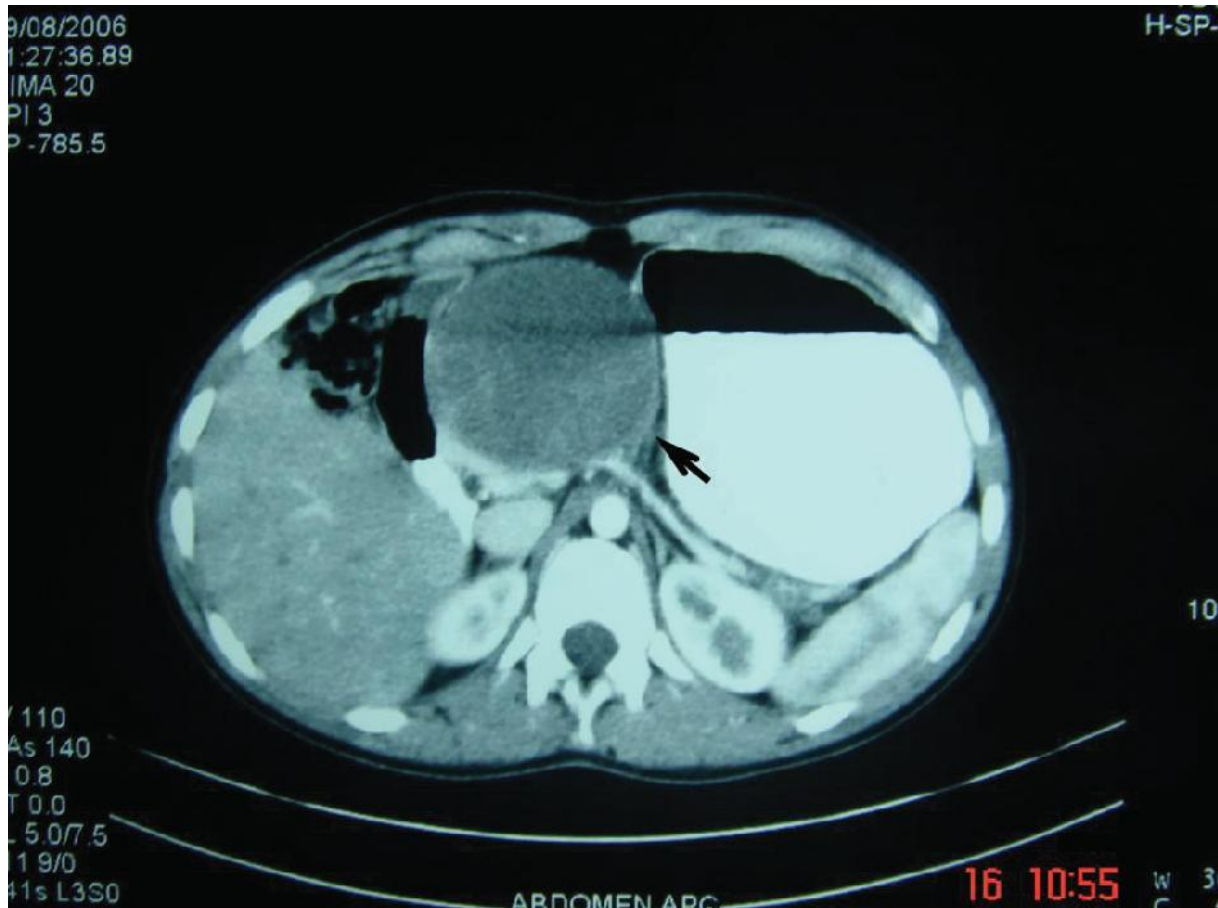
Aspect TDM : Masse solide, encapsulée aux dépens du corps du pancréas faisant 6 cm de diamètre avec une prise de contraste minime limitée à la capsule (22).
